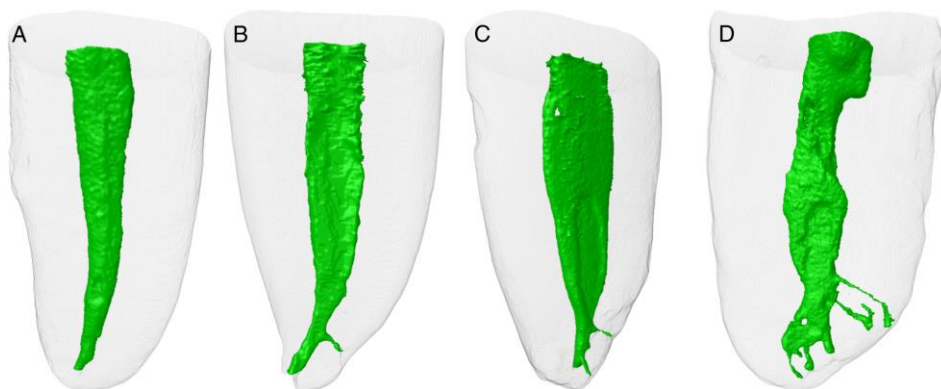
Modelos tridimensionales de la anatomía interna de 4 incisivos mandibulares en donde se observa (A) la ausencia de conductos accesorios; (B) 1 o (C) 2 conductos accesorios en el tercio apical y (D) un delta apical. Obtenido de: Leoni G, Versiani M, Pécora J, Damião de Sousa-Neto M. Micro-Computed Tomographic Analysis of the Root Canal Morphology of Mandibular Incisors. *J Endod.* 2014;40(5):710-6.
